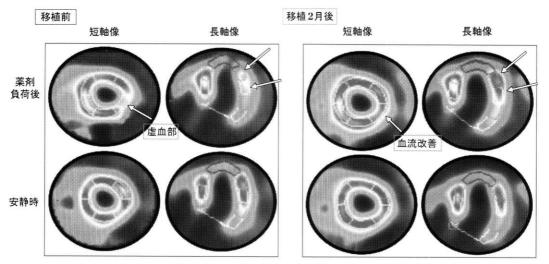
SPECT-sestamibi 心筋シンチによる狭心症症例への骨髄単核球移植効果の評価 左室下壁側壁の負荷後再分布領域(矢印) は骨髄単核球移植の3月後には消失している.
